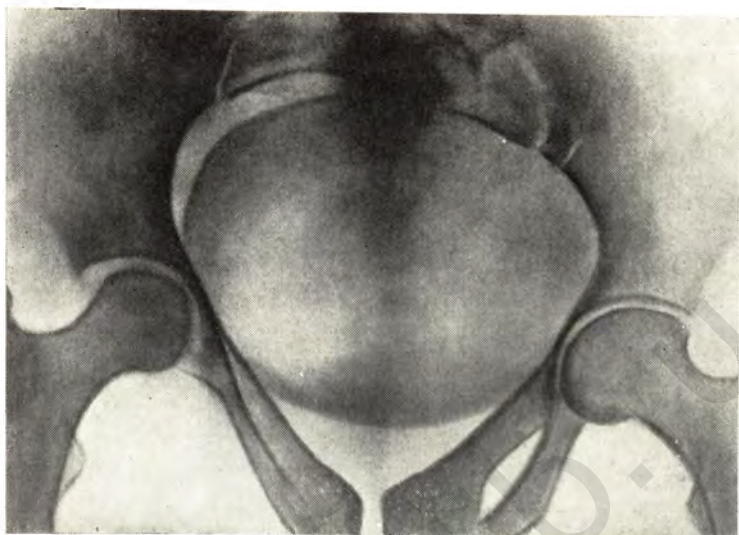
Рентгенограмма входа в таз. Кундратовский таз.
